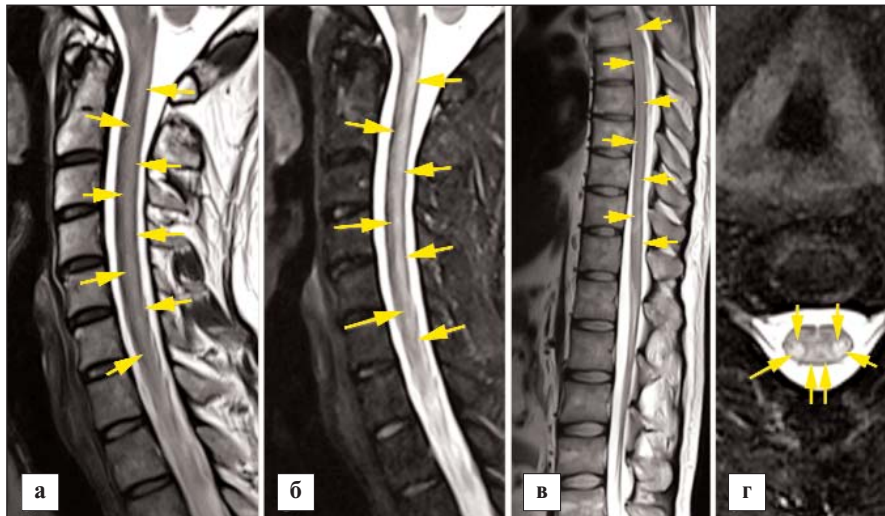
Пациент А., 37 лет. МРТ спинного мозга от 28.08.2021 в сагиттальной плоскости в режимах T2 (а, в) и T2 STIR (б), а также в аксиальной плоскости в режиме T2 с функцией жироподавления (г). Интрамедуллярно, в боковых и задних столбах спинного мозга на шейном и грудном уровнях определяются симметричные протяженные зоны (стрелки)
